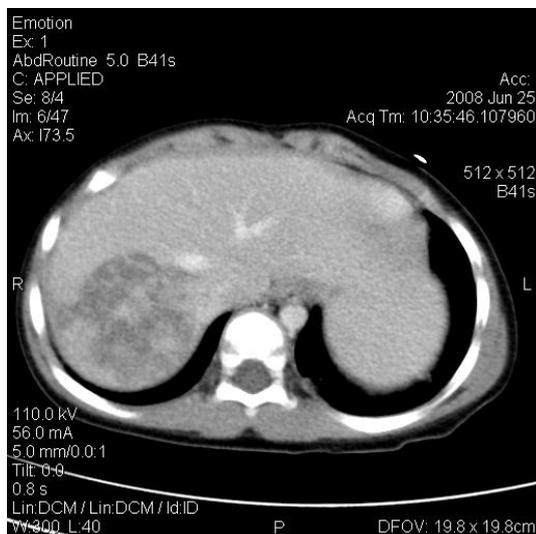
Рентгеновская компьютерная томография. Опухоль правой доли печени
